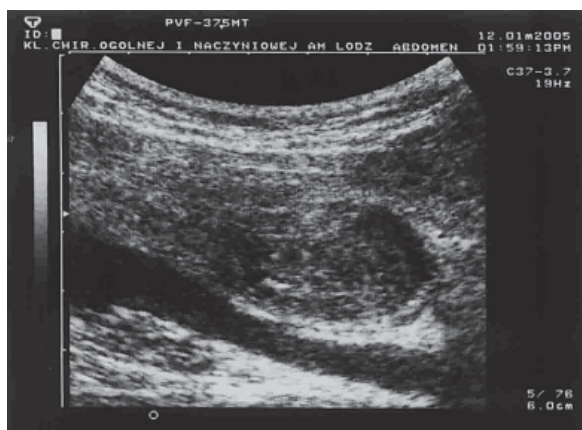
Ultrasound picture of the pseudo-aneurysm
